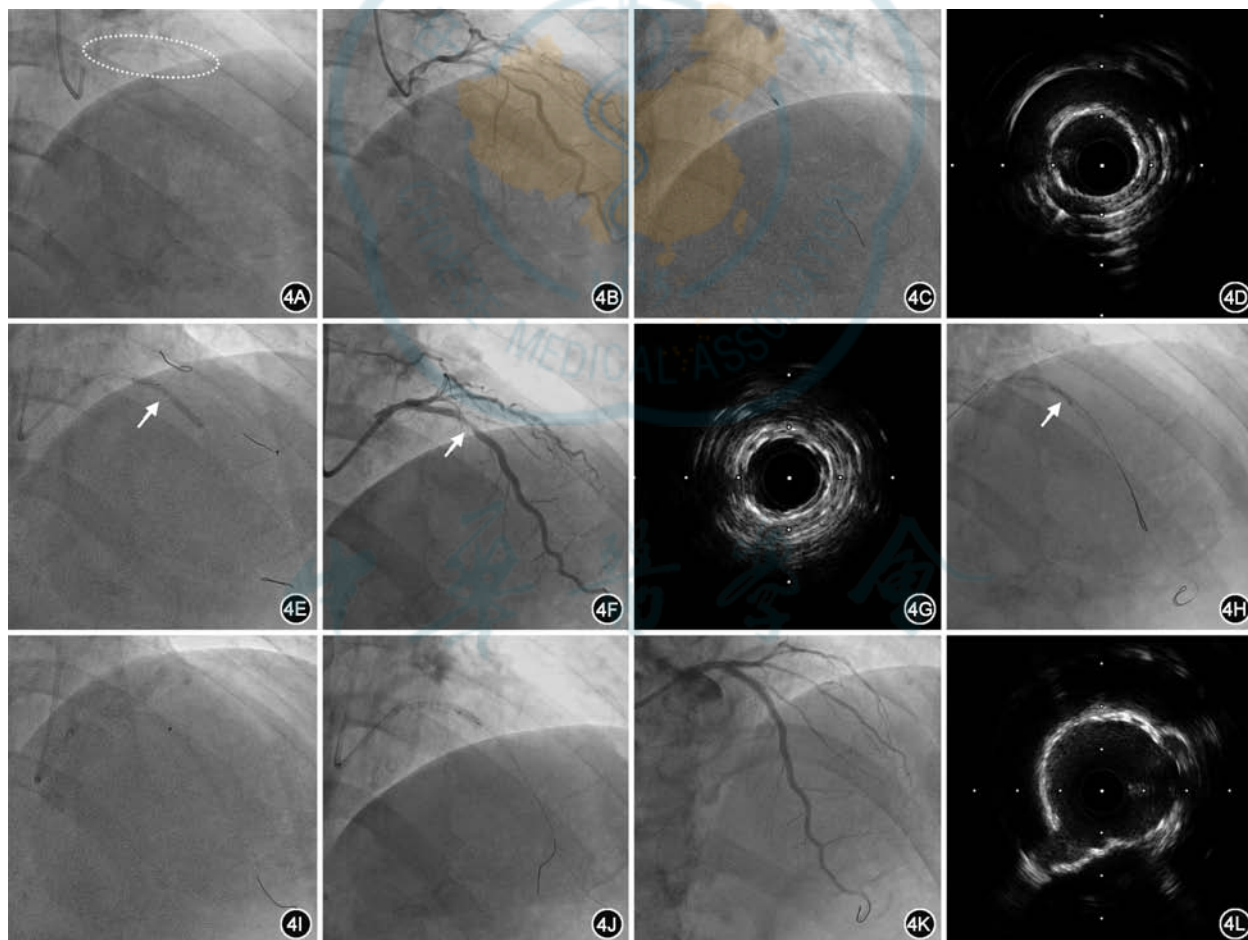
一例采用冠状动脉斑块旋磨术联合准分子激光冠状动脉斑块消融(ELCA)术预处理重度钙化病变病例的影像[4A:未推注对比剂时影像示前降支近中段重度钙化(白色虚线);4B:冠状动脉造影可见左主干至前降支近中段弥漫病变、重度狭窄;4C:使用 1.5 mm 旋磨头对前降支近中段钙化病变进行旋磨;4D:血管内超声(IVUS)可见管腔获得及多重反射,但无明确钙化断裂;4E:2.0 mm 非顺应性球囊、2.5 mm 切割球囊和 2.75 mm 非顺应性球囊扩张后,置入 3.0 mm 支架,可见支架膨胀不良(箭头所示);4F、G:造影和 IVUS 示明确的支架膨胀不良(白色箭头);4H:应用 2.5 和 3.0 mm 耐高压乳突球囊于支架内扩张(24 atm, 1 atm=101.325 kPa),支架仍无法充分膨胀(箭头所示);4I:左主干-前降支置入 3.5 mm 支架后,应用 1.7 mm ELCA 导管对支架膨胀不良节段行斑块消融;4J:ELCA 后再次用 3.0 mm 非顺应性球囊于支架内后扩张,可见支架膨胀明显改善;4K、L:复查造影和 IVUS 示支架贴壁和膨胀良好]
